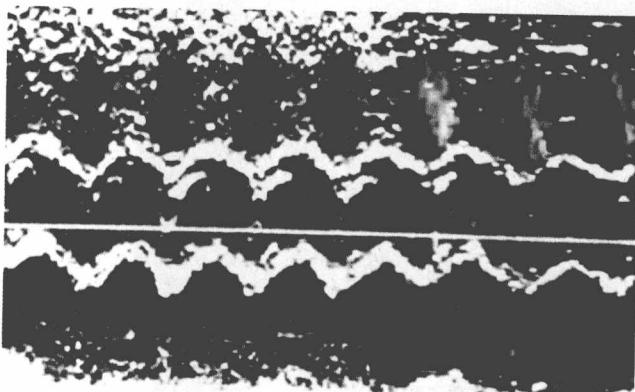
多普勒信号叠加在 M 型曲线上构成的复合图像,多普勒信号方向与速度以不同颜色显示。此图显示了右心室流出道和主动脉。(经作者同意引自 Brandestini MA, Eyer MK and Stevenson JG. M/Q: M/Q-mode echocardiography. The synthesis of conventional echo with digital multigate Doppler. In: Lancee CT, ed. Echocardiography. The Hague, Netherlands, Martinus-Nijhoff, 1979)
